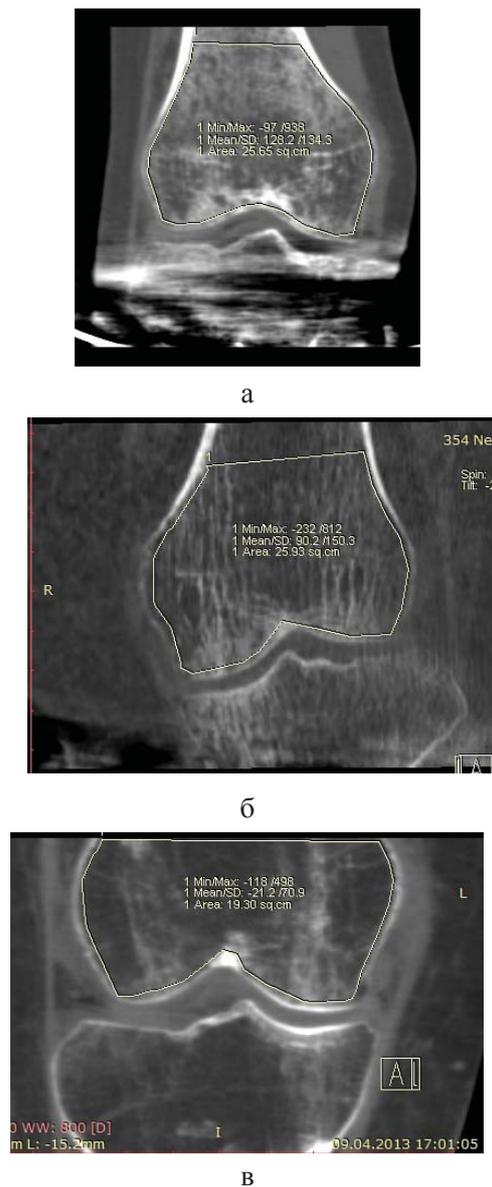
а – КТ коленного сустава больной А., 20 лет. Начало фиксации. МРР в коронарной плоскости. Плотность метафиза 128.2 HU; б – КТ коленного сустава больной Ч., 34 лет. Начало фиксации. МРР в коронарной плоскости. Плотность метафиза 90.2 HU; в – КТ коленного сустава больной В., 47 лет. Фиксация 1 год. МРР в коронарной плоскости. Плотность метафиза -21.2 HU
